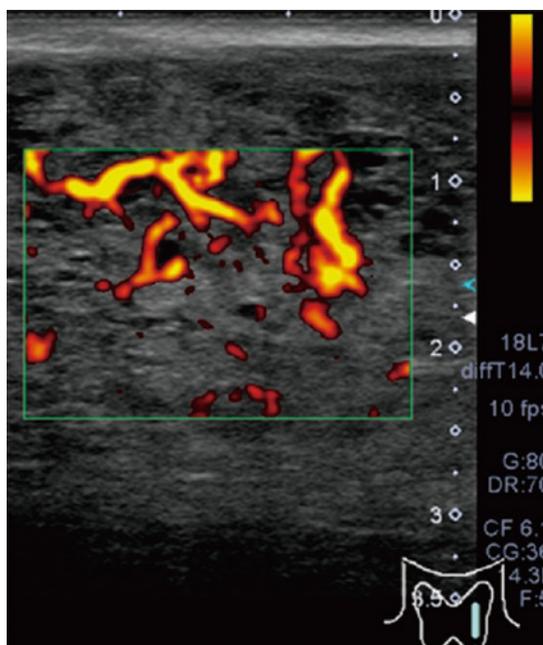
頸部超音波検査：甲状腺のびまん性腫大と血流亢進を認めた。
